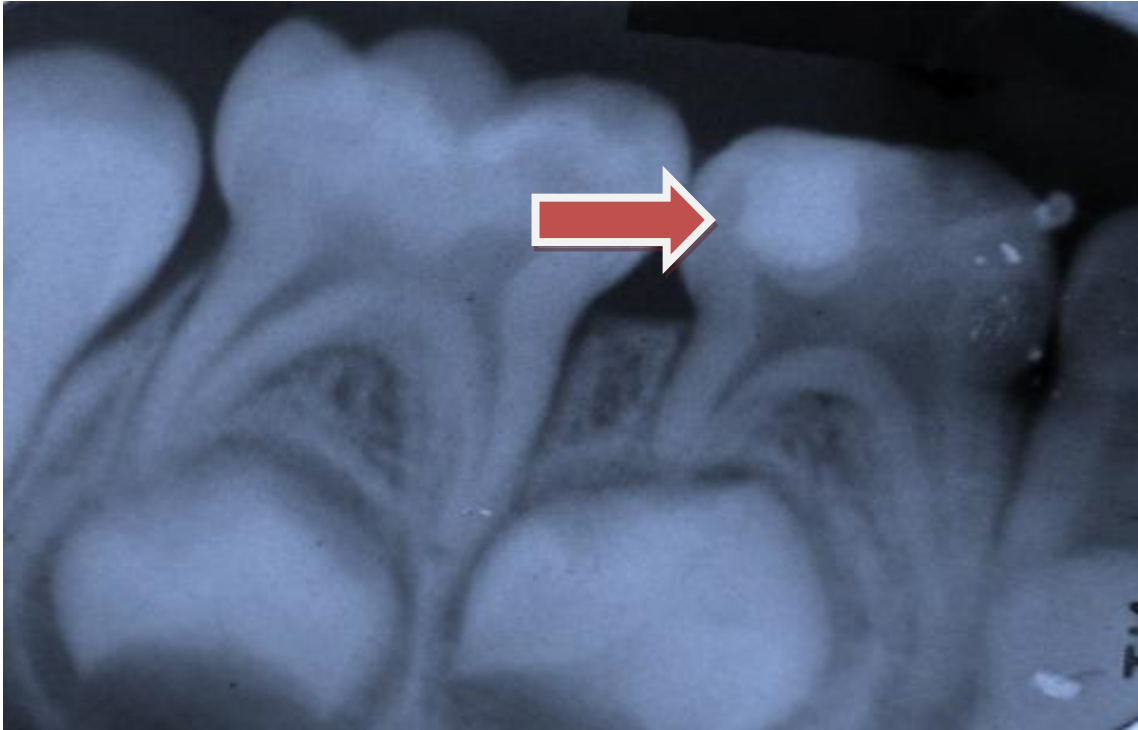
Radiografía del órgano dental 74 donde se muestra la restauración final.
